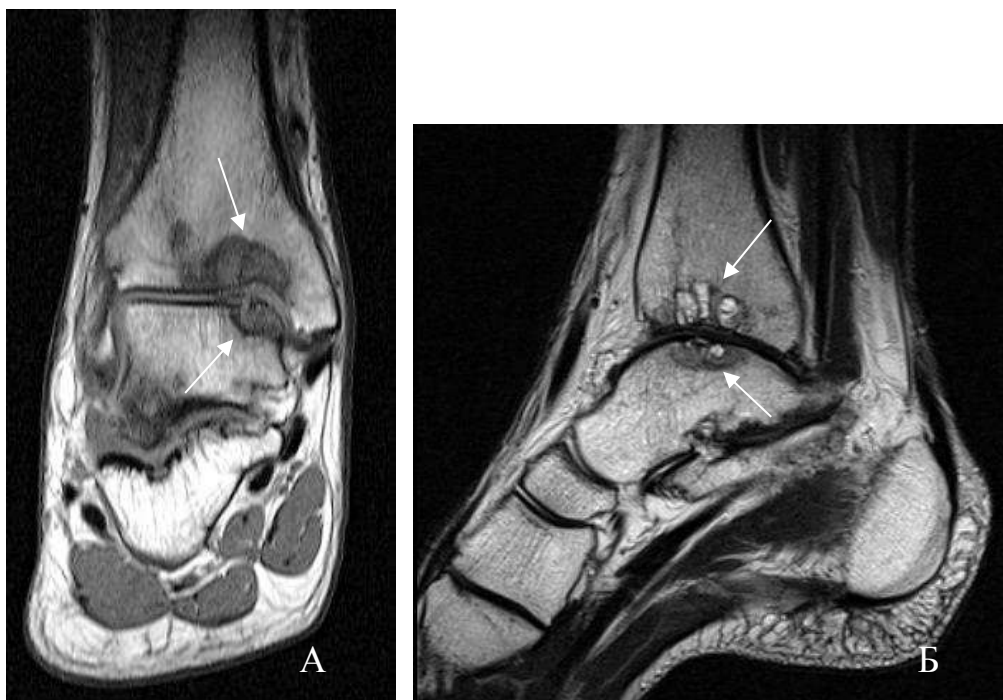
МРТ голеностопного сустава в коронарной проекции в режиме T1-ВИ (А) и сагиттальной проекции в режиме T2-ВИ (Б). В области суставных поверхностей большеберцовой и таранной костей крупные эрозии, с жидкостным содержимым
